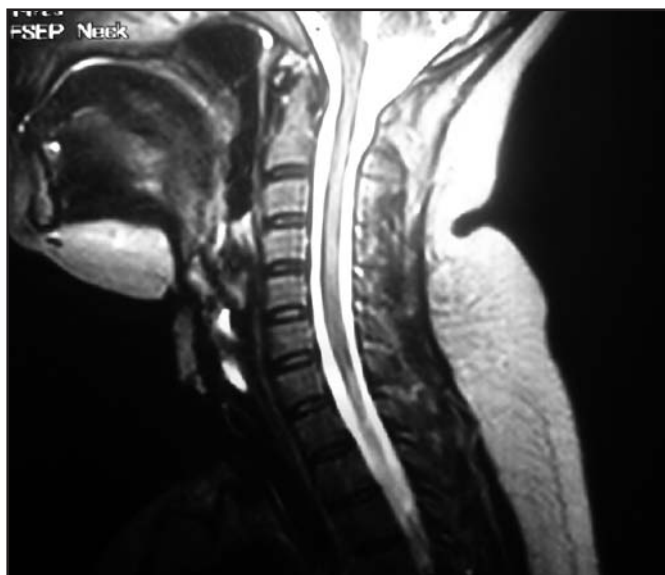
Ressonância nuclear magnética, em corte sagital, evidenciando intensa estenose laringotraqueal.
